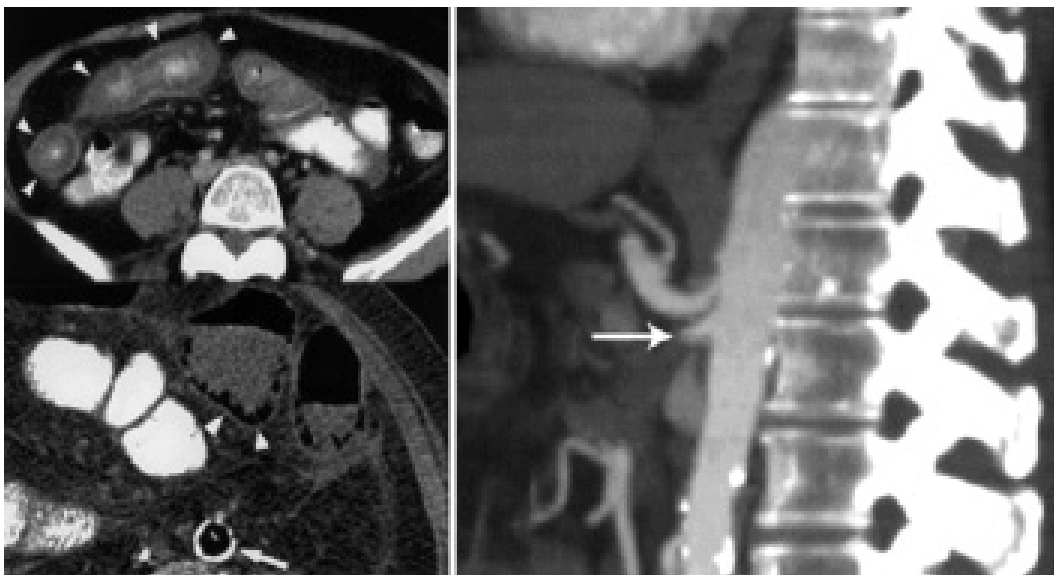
INFARTO MESENTÉRICO. À ESQUERDA (TC COM CONTRASTE VO SEM CONTRASTE IV): ESPESAMENTO PARIETAL DAS ALÇAS INTESTINAIS (PONTAS DE SETAS), PNEUMATOSE INTESTINAL (PONTAS DE SETAS) E AORTA COM CALCIFICAÇÕES PARIETAIS (SETA). À DIREITA (TC COM CONTRASTE IV): RECONSTRUÇÃO NO PLANO SAGITAL MOSTRA OBSTRUÇÃO COMPLETA DA ARTÉRIA MESENTÉRICA SUPERIOR A 2 CM DE SUA ORIGEM (SETA).
